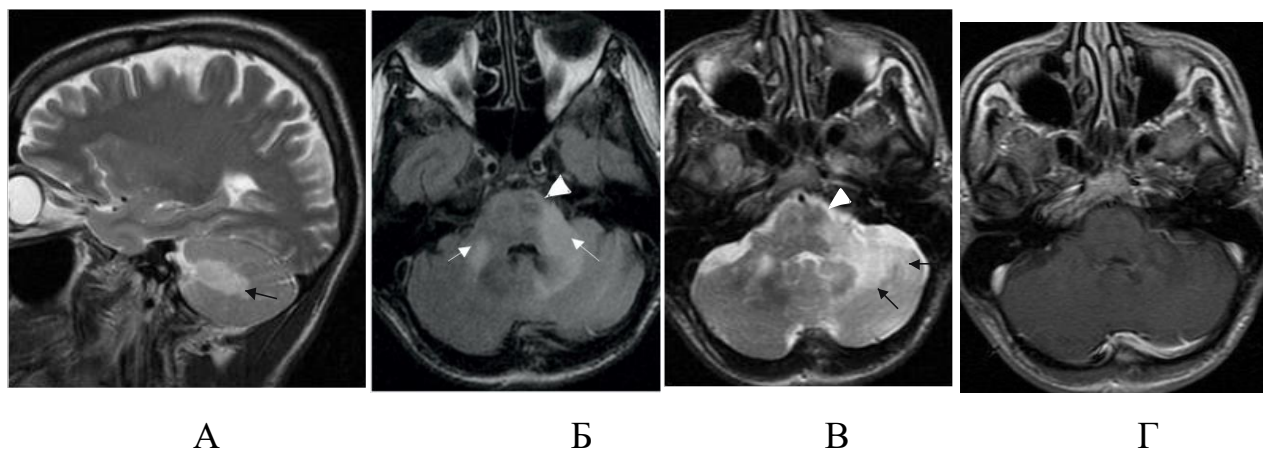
Пациент П., 36 лет, ПМЛ (И/б 814). А, В – T2 ВИ, Б – FLAIR, Г – T1 ВИ с контрастированием: в средних ножках мозжечка (белые стрелки), более слева, с распространением на левую половину моста (головка стрелки) и левую гемисферу мозжечка (черные стрелки) отмечается зона изменений, характерных для ПМЛ, без накопления контрастного вещества
